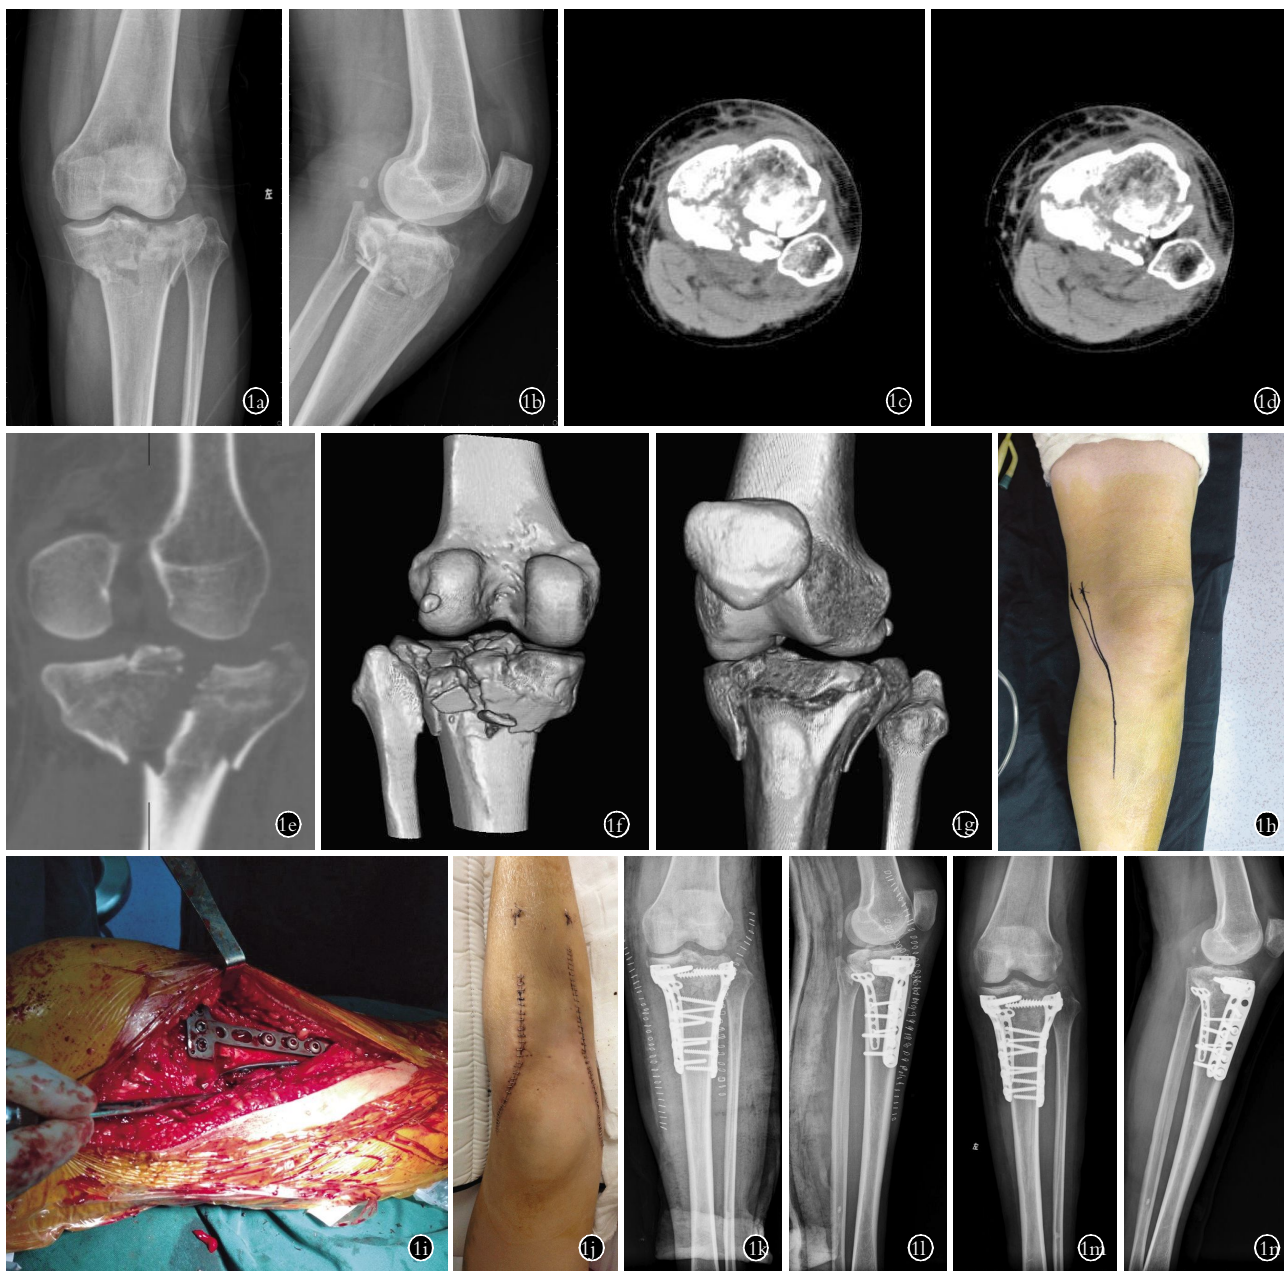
患者,女,45 岁,因骑电瓶车跌倒致左侧胫骨平台骨折 1a,1b. 术前正侧位 X 线片示患者左膝平台粉碎性骨折,涉及内侧、外侧及后侧平台 1c,1d,1e,1f,1g. 术前左膝三维 CT 基于冠状位、矢状位及三维重建位示胫骨平台“三柱”均骨折 1h. 术前设计手术入路 1i. 术中稍屈外旋小腿可暴露胫骨平台后柱 1j. 术后切口 1k,1l. 术后 3 d 正侧位 X 线片示术后胫骨平台内侧柱、外侧柱及后柱复位良好 1m,1n. 术后 1 年正侧位 X 线片示胫骨平台关节面位置良好,固定坚强
